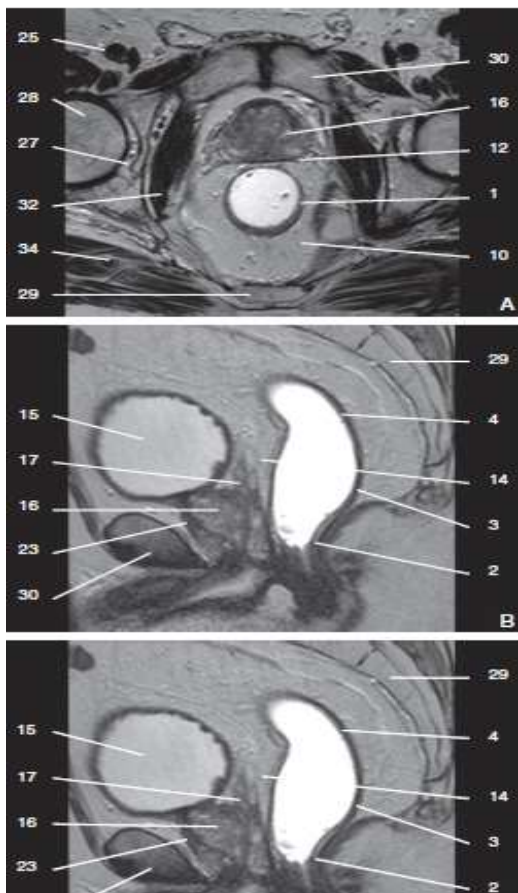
Coupe axiale (A), passant par la prostate, et sagittale (B) en IRM (séquence pondérée T2) d'un pelvis masculin
